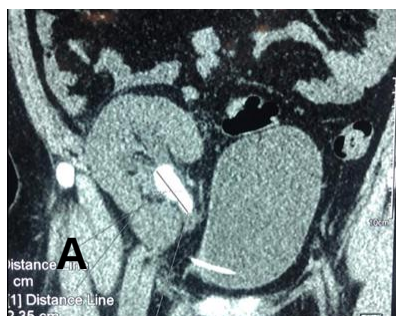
A. TC que demuestra catéter doble J calcificado en injerto renal. B. Reconstrucción 3D de CDJ calcificado en ambos extremos.
